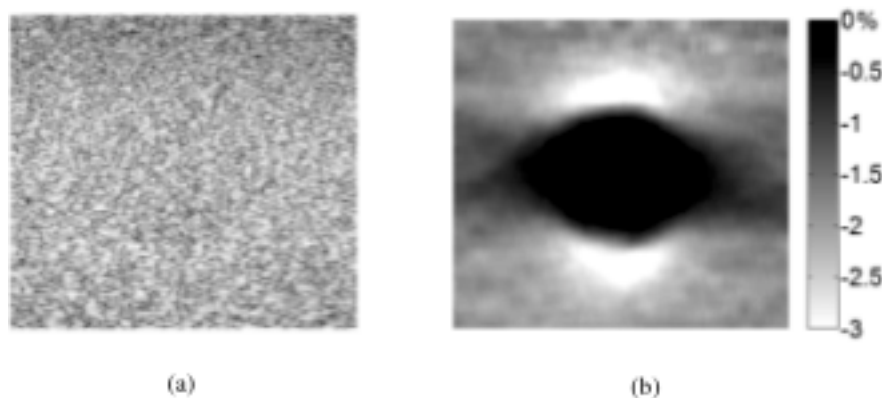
Objet test en mousse avec une inclusion dure en silicone. La région de l'inclusion est représentée sur l'image échographique mode B (a) et l'image de la déformation axiale (b).
